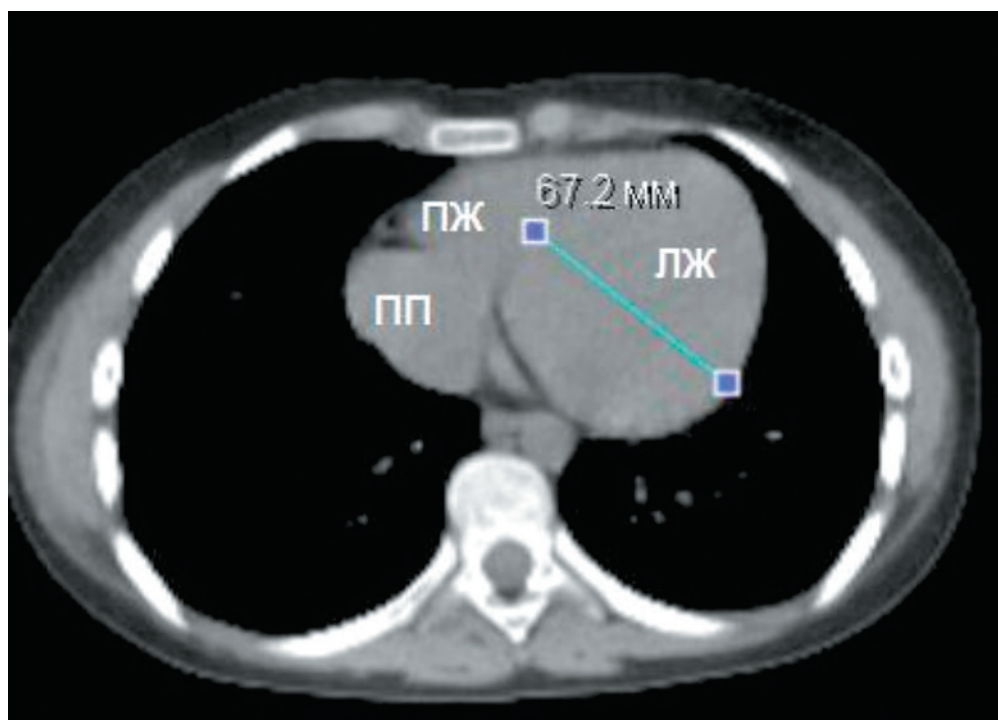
МСКТ сердца: дилатация полости левого желудочка
